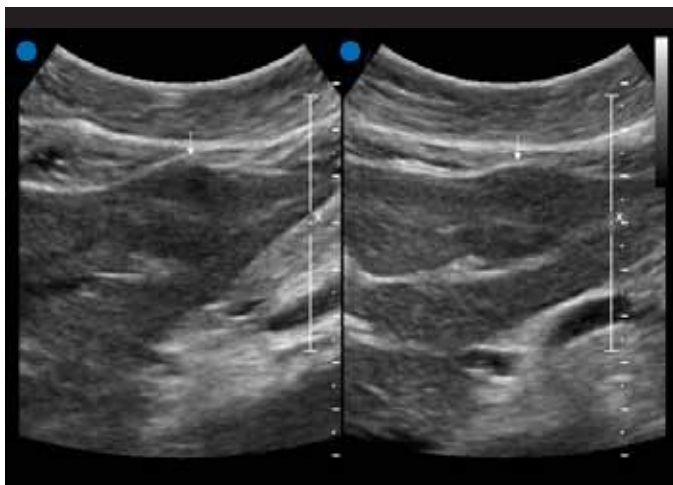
Hyperplasie Focale Nodulaire (HFN). L'HFN est en général isoechogène et homogène. Du point de vue échographique, l'HFN peut se fondre dedans et mimer du tissu normal. Les trouvailles clés à observer sont l'effet de masse, tel que la proéminence du contour.
